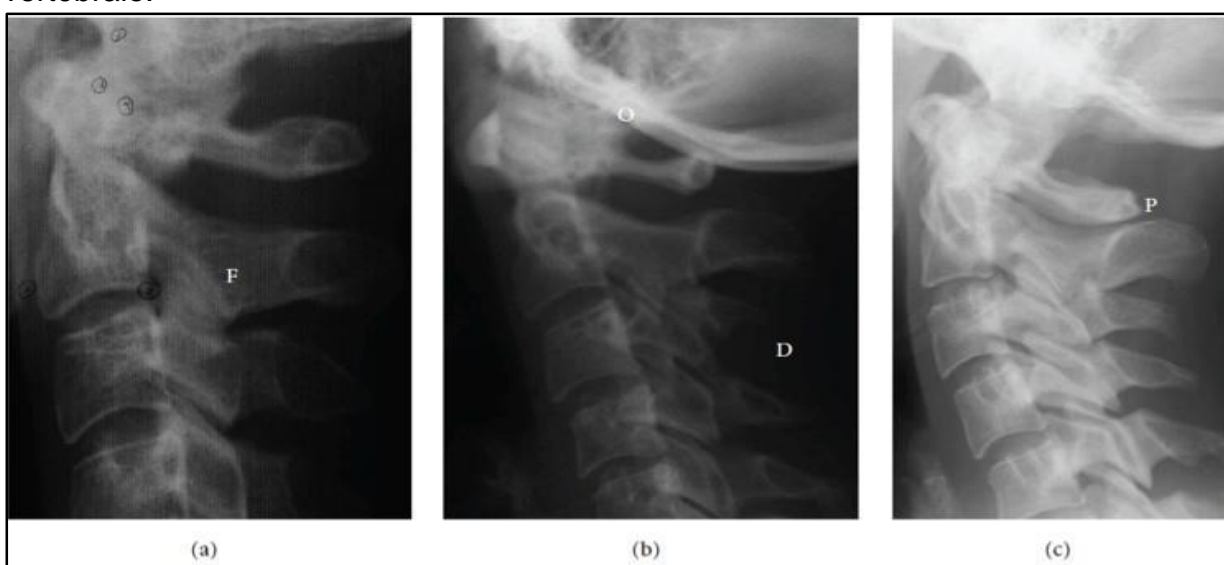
Radiographie objectivant une fusion (a), occipitalisation (b), fente partielle (c) [71]
